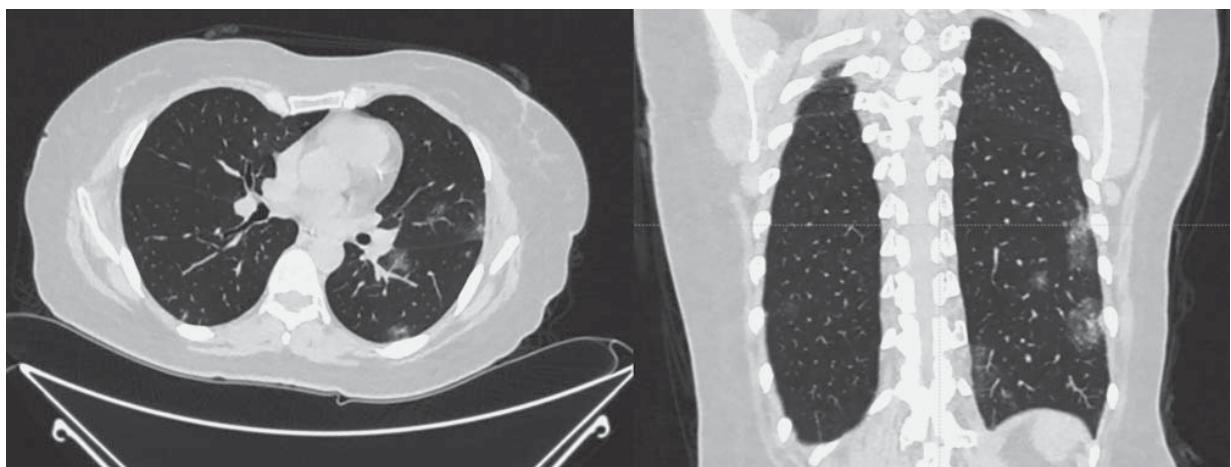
Компьютерные томограммы легких высокого разрешения. Женщина 49 лет. Поражены преимущественно периферические отделы левого легкого.
